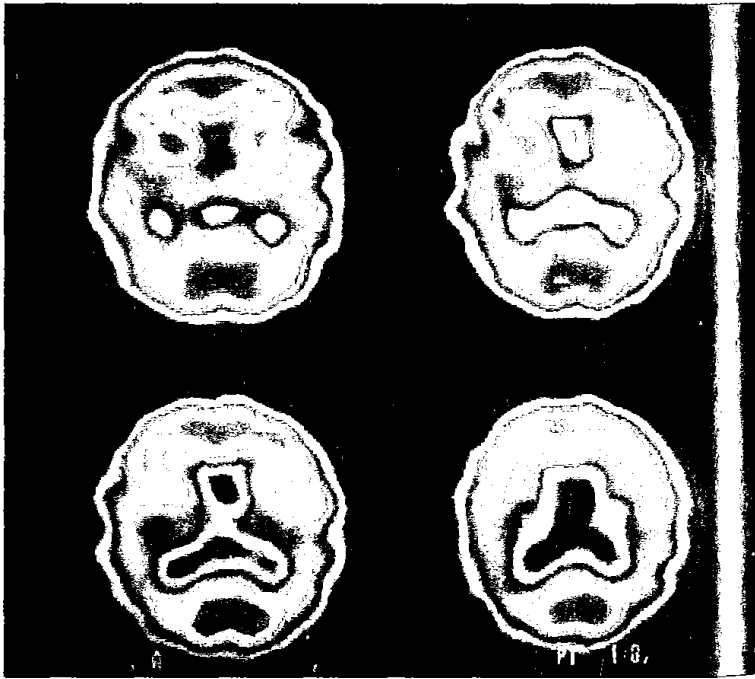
Tomografía de emisión de fotones cerebral de un paciente con enfermedad de Alzheimer. Se observa un defecto de perfusión bilateral en ambas regiones temporoparietales.
